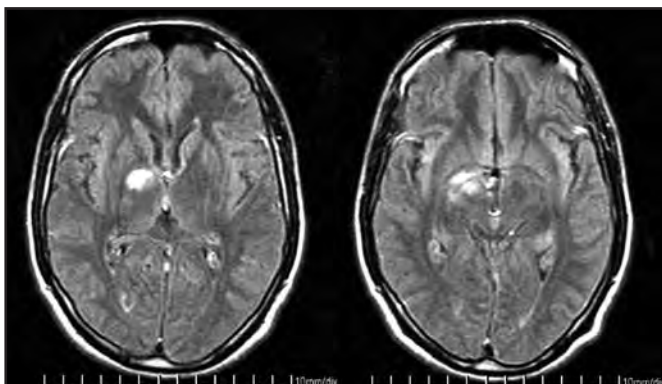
Ressonância nuclear magnética ponderada em T2 mostrando hemorragia talâmica com edema perilesional associado.
